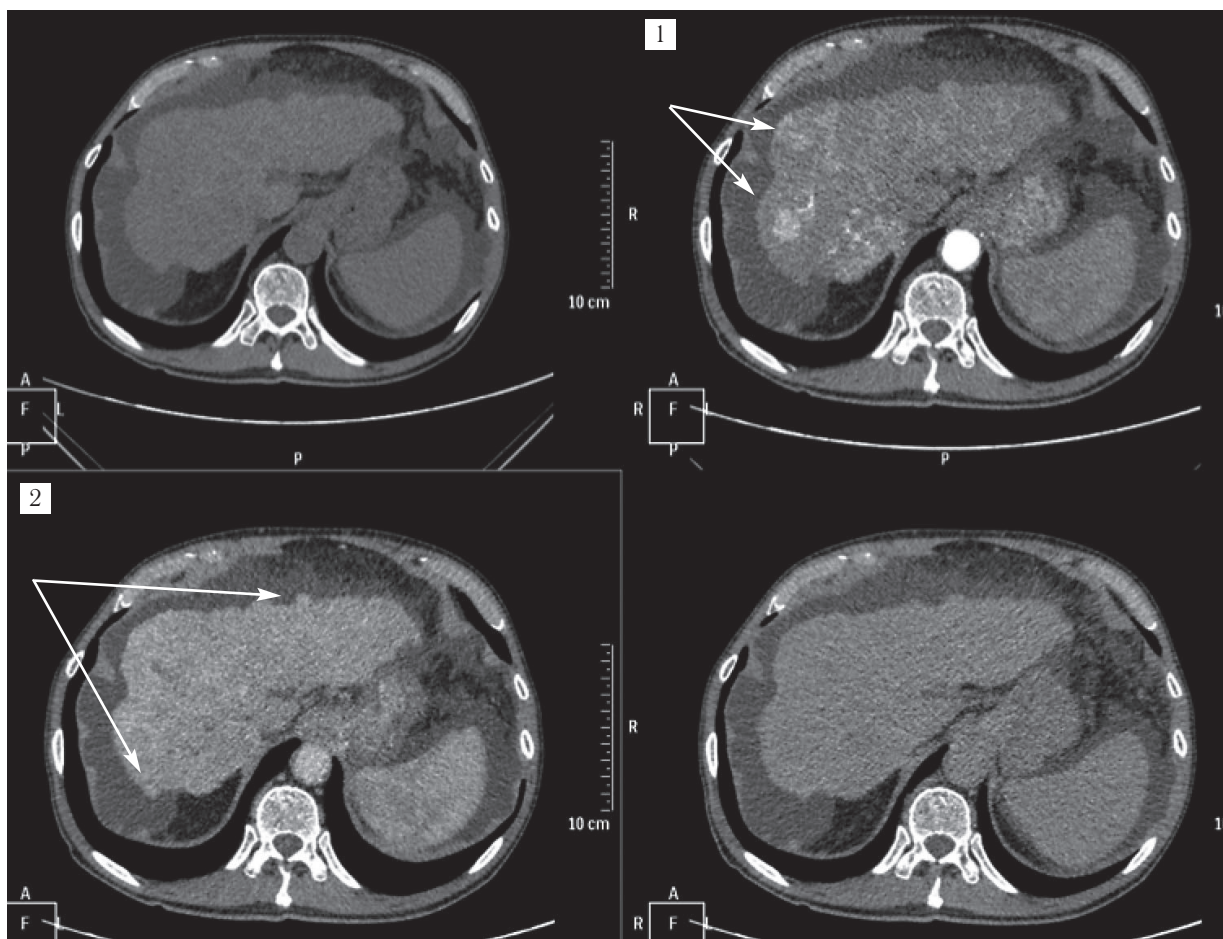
Гепатоцеллюлярный рак (ГЦР) на фоне выраженного цирроза печени, асцита. В артериальную фазу ярко контрастируются зоны ГЦР в диспластических узлах (1). На периферии печени в венозную фазу видны гиперконтрастные узлы — это узлы регенерации ткани печени (2). Протокол МСКТ: болюсное введение 110 мл Ультрависта 370, скорость инъекции 5,0 мл/с. Преследователь болюса — солевой раствор в дозе 50 мл, введен с аналогичной скоростью.
